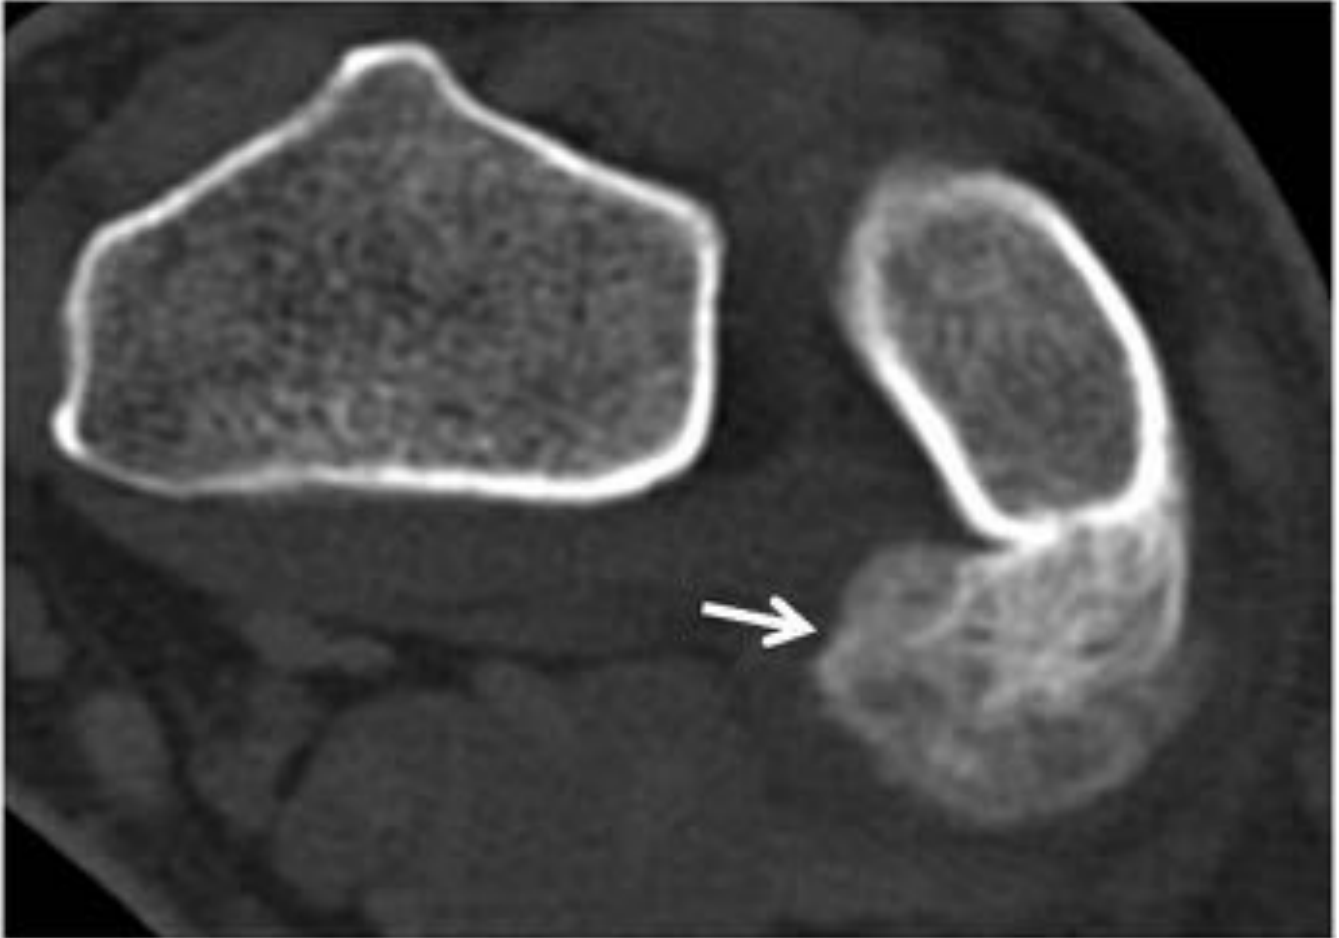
TC de muñeca en plano axial del mismo paciente de la figura 2: Se confirma la presencia de una lesión yuxtacortical, bien delimitada, sin evidente afectación medular, en continuidad con la cortical cubital (flecha). El diagnóstico AP fue de POPB.
